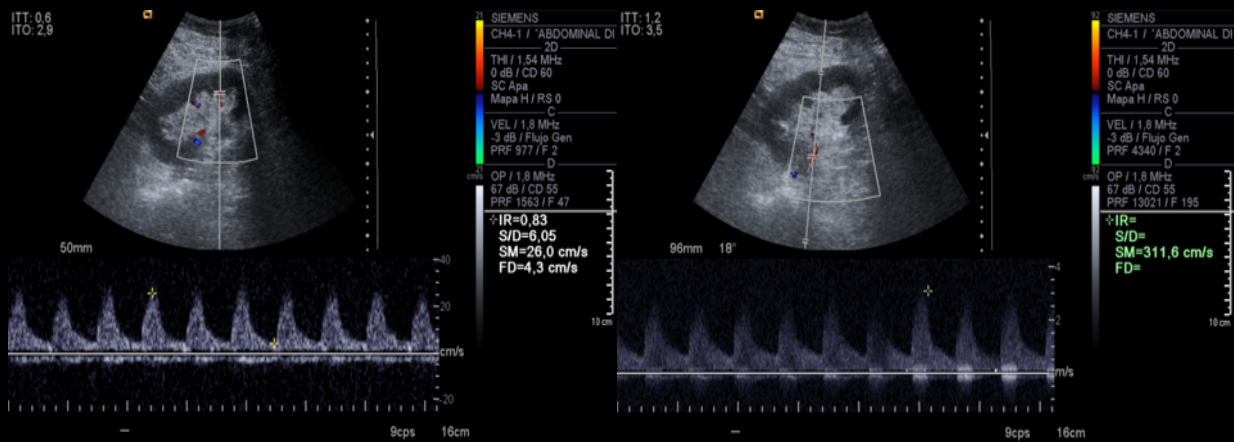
Ecografía-Doppler: IR de 0.5. En la arteria renal se muestra un segmento donde las curvas de flujo son muy elevadas (>300 cm/seg), siendo a nivel ilíaco de 100 cm/seg; hallazgos sugestivos de estenosis de la arteria renal del injerto.
